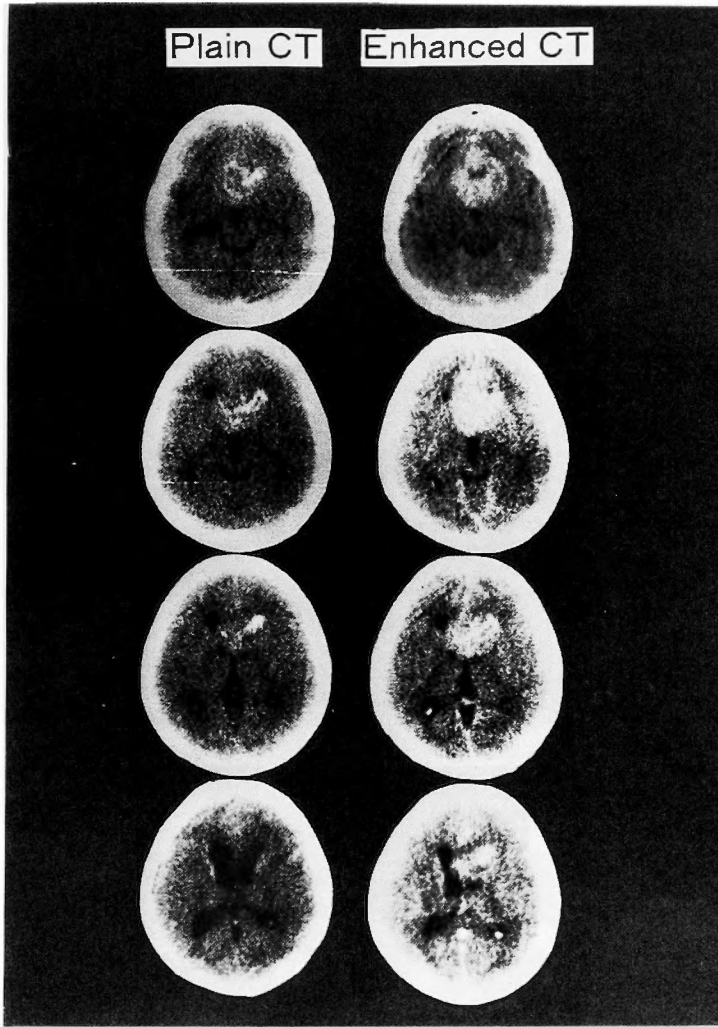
Plain and enhanced CT showed large tumor occupying bi-frontal deep portion, genu of corpus callosum and bilateral anterior horns of lateral ventricle.
